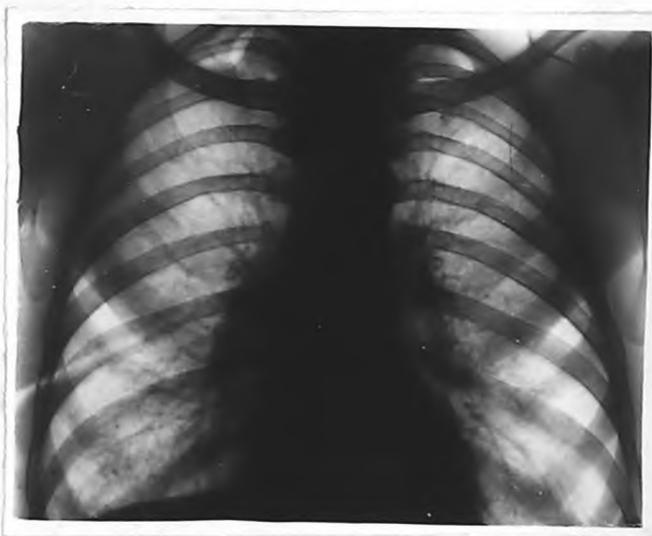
Рентгенограмма 6-го П. Повторное обращение через 7 лет. /Описание в тексте /.
